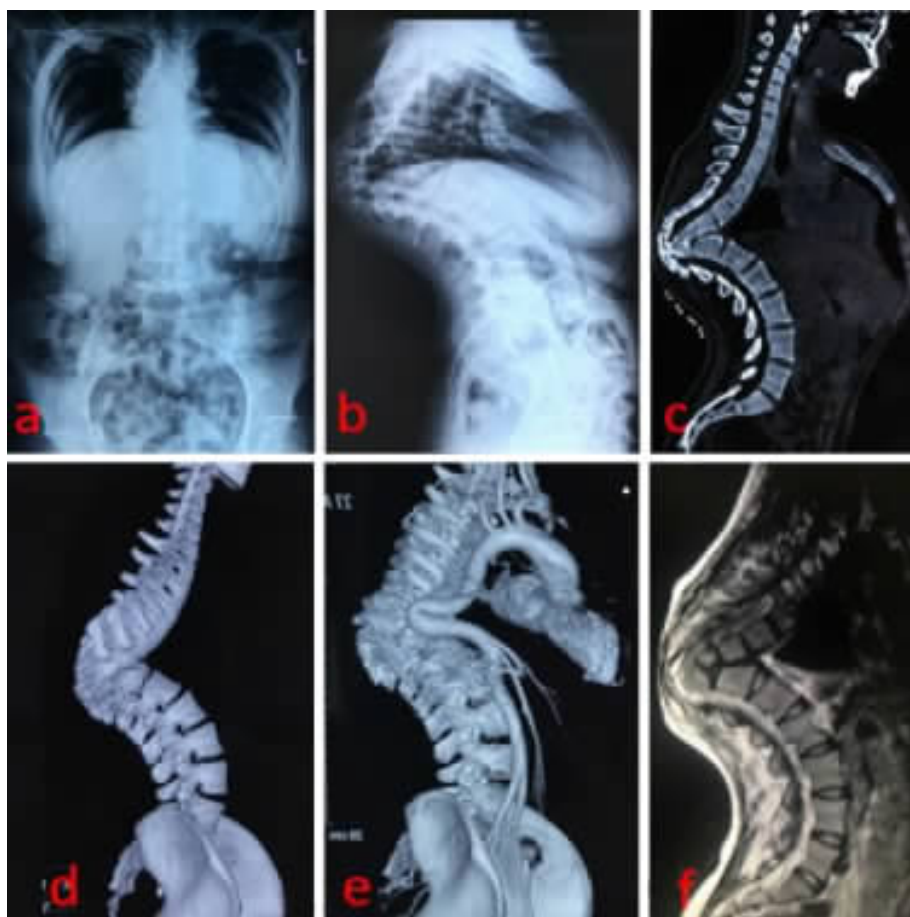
术前脊柱影像学资料(a、b,全脊柱正侧位片可见下胸段角状后凸畸形;c,脊柱矢状位重建 CT 明确病灶累及范围 T7~T12;d、e,脊柱三维 CT 及主动脉血管重建可见病灶区主动脉迂曲;f,脊柱 MRI 示角状后凸顶点位置脊髓硬膜囊明显受压)
